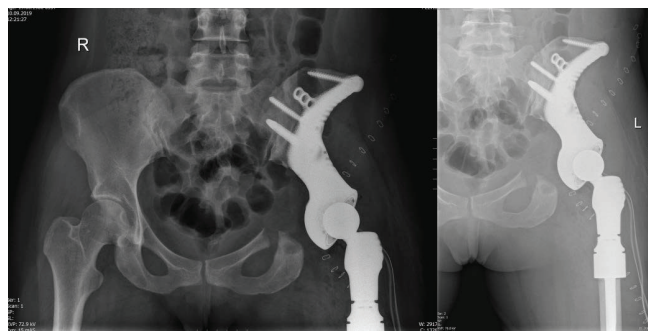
Рентгенологический контроль после операции
